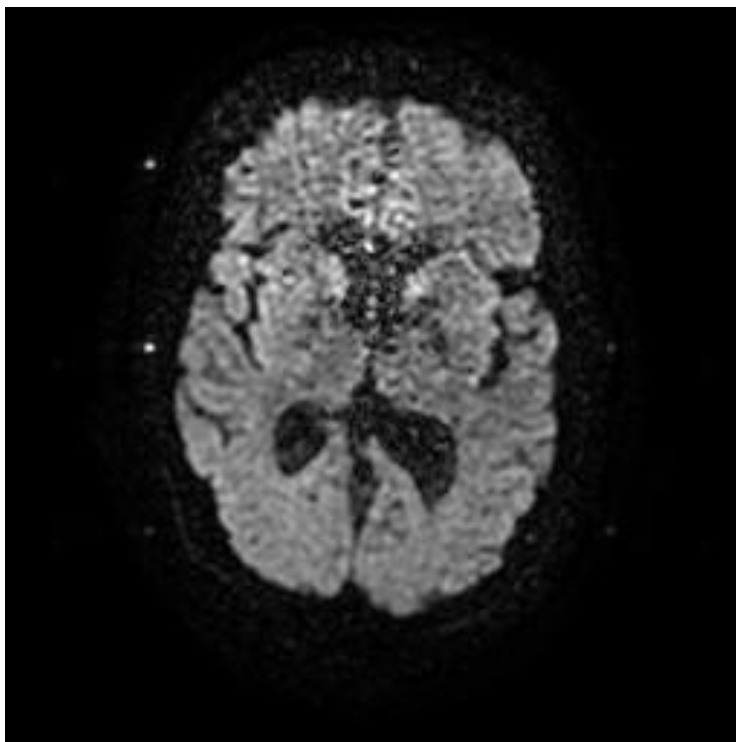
Coupe axiale de séquence IRM de diffusion montrant un hyper signal intéressant la tête du noyau caudé avec restriction de la diffusion à ce niveau.
